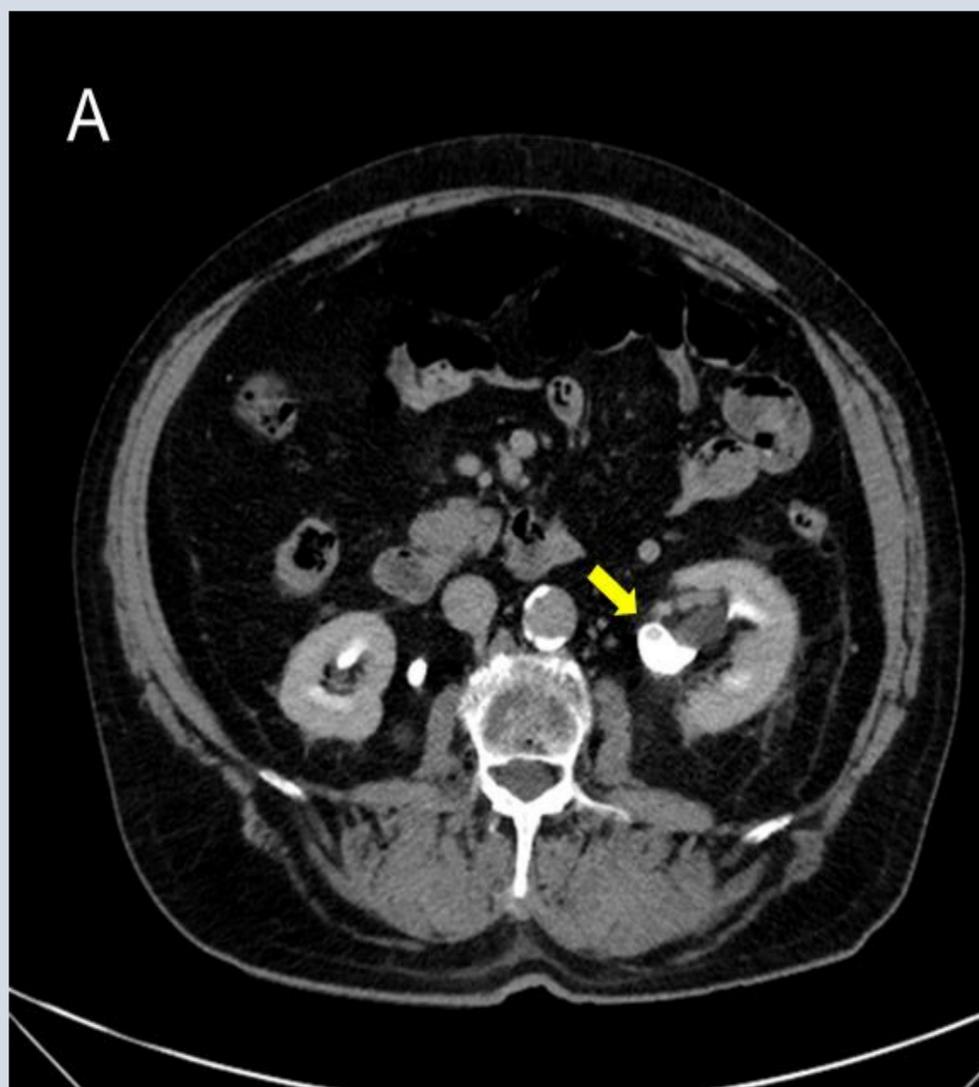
A: Corte axial de TC en fase excretora. Hematoma en unión pieloureteral. B: Corte coronal de TC en fase excretora. Nivel líquido-líquido en pelvis renal izquierda y tercio proximal de uréter ipsilateral, existiendo un defecto incompleto de llenado, en relación con coágulo de hasta 5 mm en unión pieloureteral.
